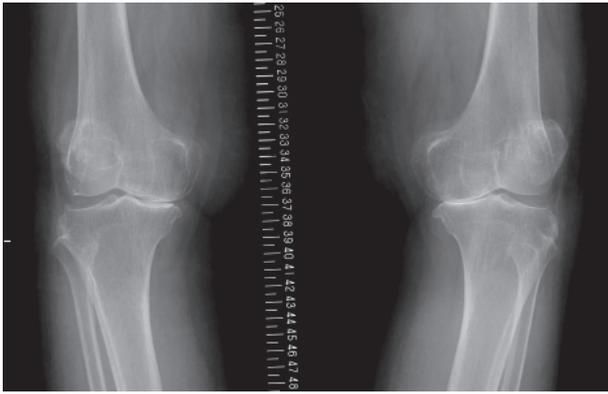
症例3の膝関節X線。骨棘形成は少ないが、内側関節裂隙は消失し、軟骨下骨の骨硬化もみられOAの所見。
